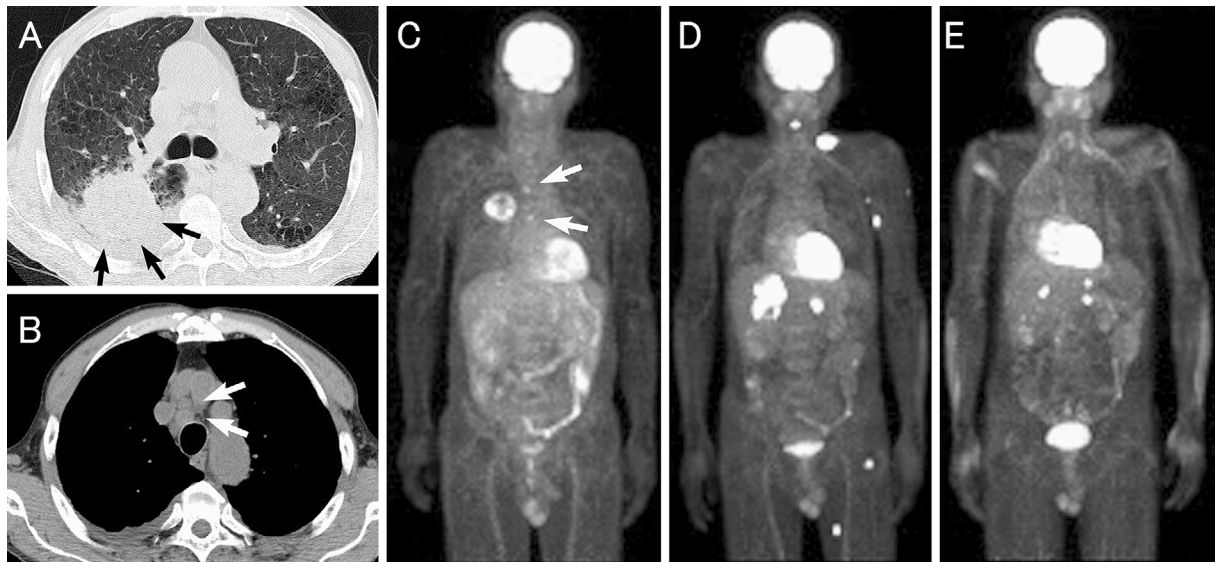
(A) Chest computed tomography at the lung window setting revealed a lung tumor in the right upper lobe directly invading the apical segment of the right lower lobe (black arrows). Right pleural effusion was also shown. (B) Chest computed tomography at the mediastinal window showed pretracheal node swelling (white arrows). (C) A maximum intensity projection (MIP) of F-18 fluoro-deoxy-glucose positron emission tomography (FDG-PET) revealed the high accumulation in the main tumor and mediastinal lymph nodes (white arrows). (D) The MIP of FDG-PET was obtained after vinorelbine monotherapy. Rush spread of systemic metastases was shown. (E) The MIP of FDG-PET obtained after 15 courses of nivolumab therapy. Metastases were shown, but the spread of the disease seemed to be well-controlled.
